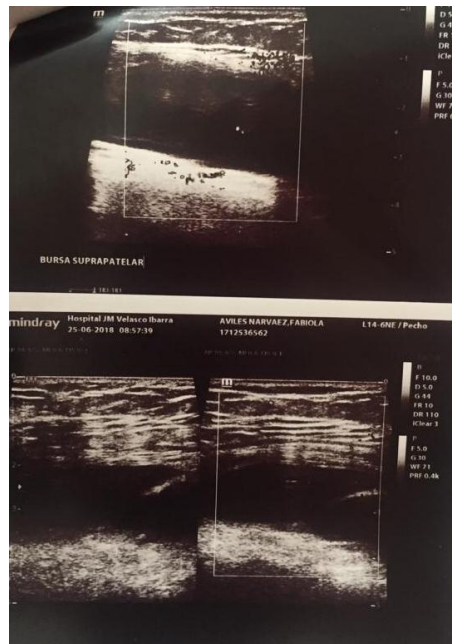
Ecografía de Partes Blandas de Rodilla Derecha
